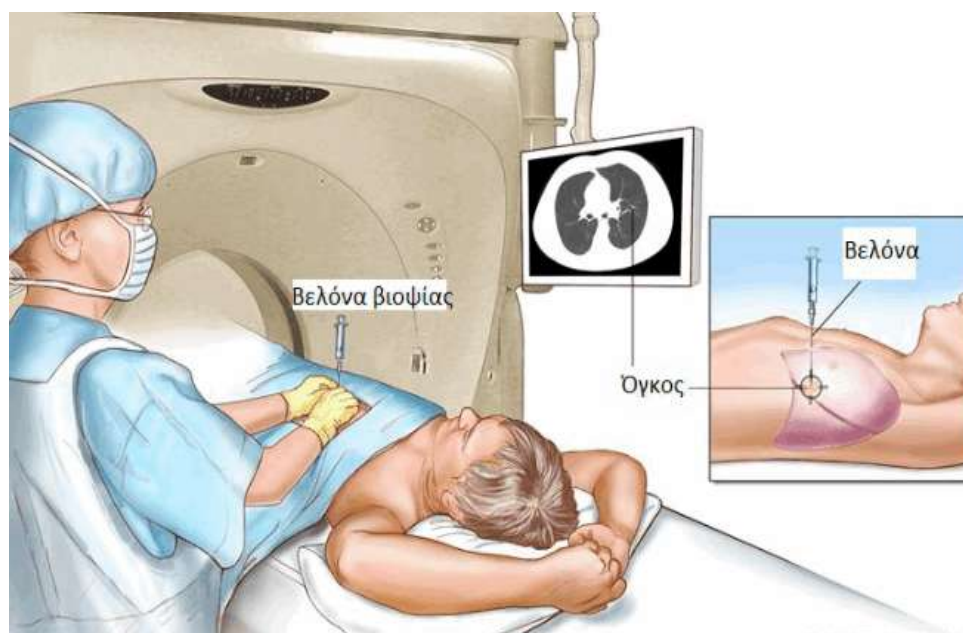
Αξονική τομογραφία (CT).
